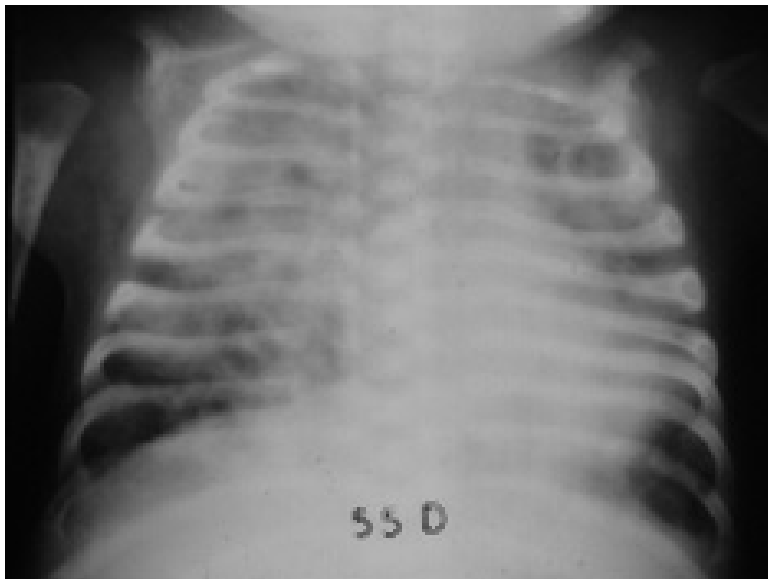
Evre II akciğer grafisi.
